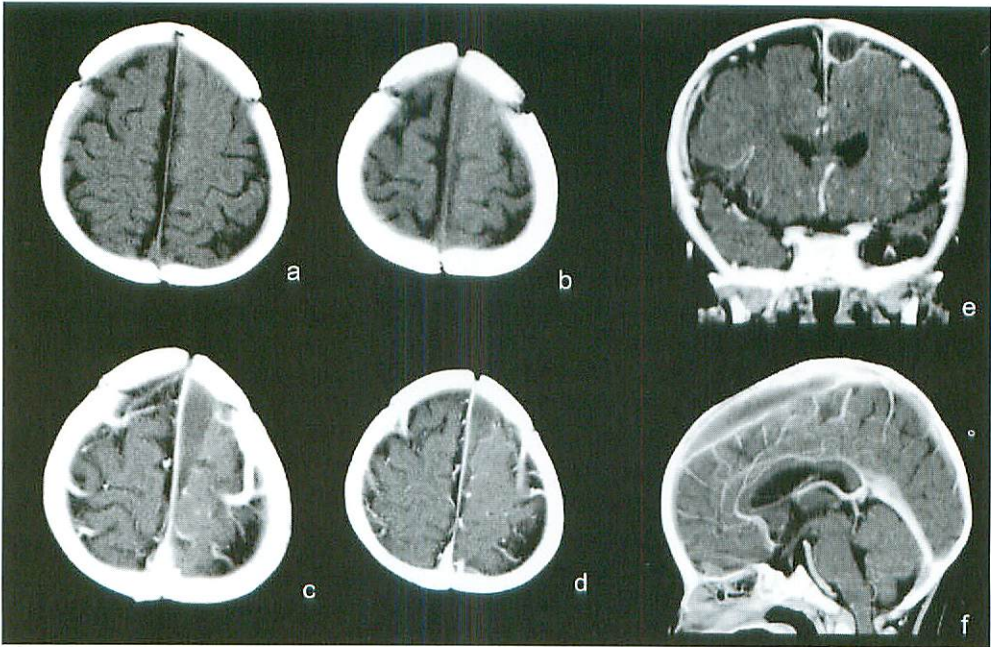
11-month-old female with suspicion of meningitis. The initial CT (a, b) was scanned at 120kv, 157mAs, conventional technique. It was difficult to detect any abscess on the left side of the falx. Follow-up CT (c, d) was carried out 3 days after initial CT at 120kv, 148 mAs, helical technique. Note focal fluid collection at left side of falx. A round shaped subdural empyema was clearly demonstrated on reconstructed MPR images (e, f)
